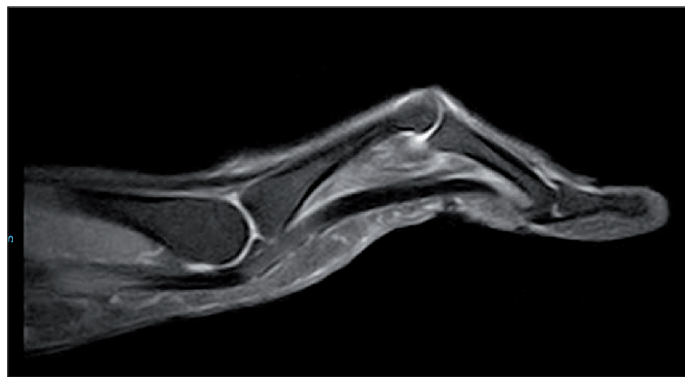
Corte sagital de RMN donde se observa aumento del espacio entre los tendones flexores y la superficie ósea en el cuarto dedo.
